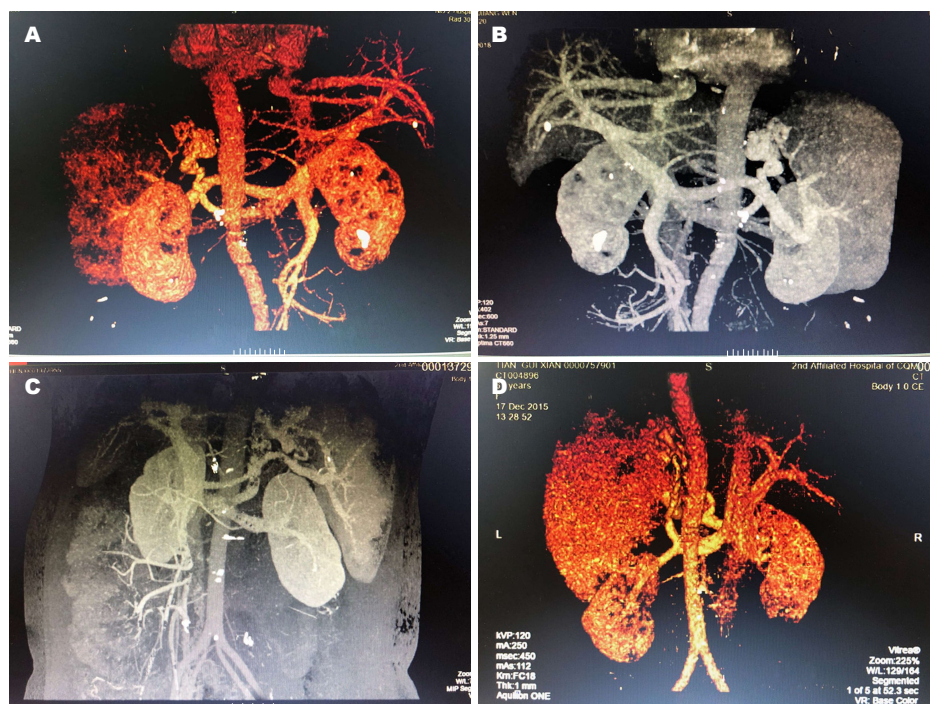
门静脉系统血管CT静脉造影成像, 可见食管胃底静脉曲张侧枝循环开放。A: 1例患者食管胃底静脉曲张, 胃肾分流形成; B: 1例患者食管胃底静脉曲张, 胃肾分流形成; C: 1例患者食管胃底静脉曲张, 胃肾分流形成; D: 1例患者食管胃底静脉曲张-重度曲张, 胃肾分流形成。
